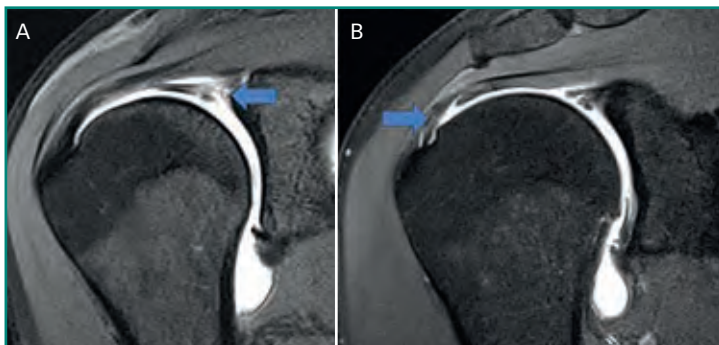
A: rotura tipo PASTA del tendón del supraespinoso; B: artro-RM de paciente con SLAP.
